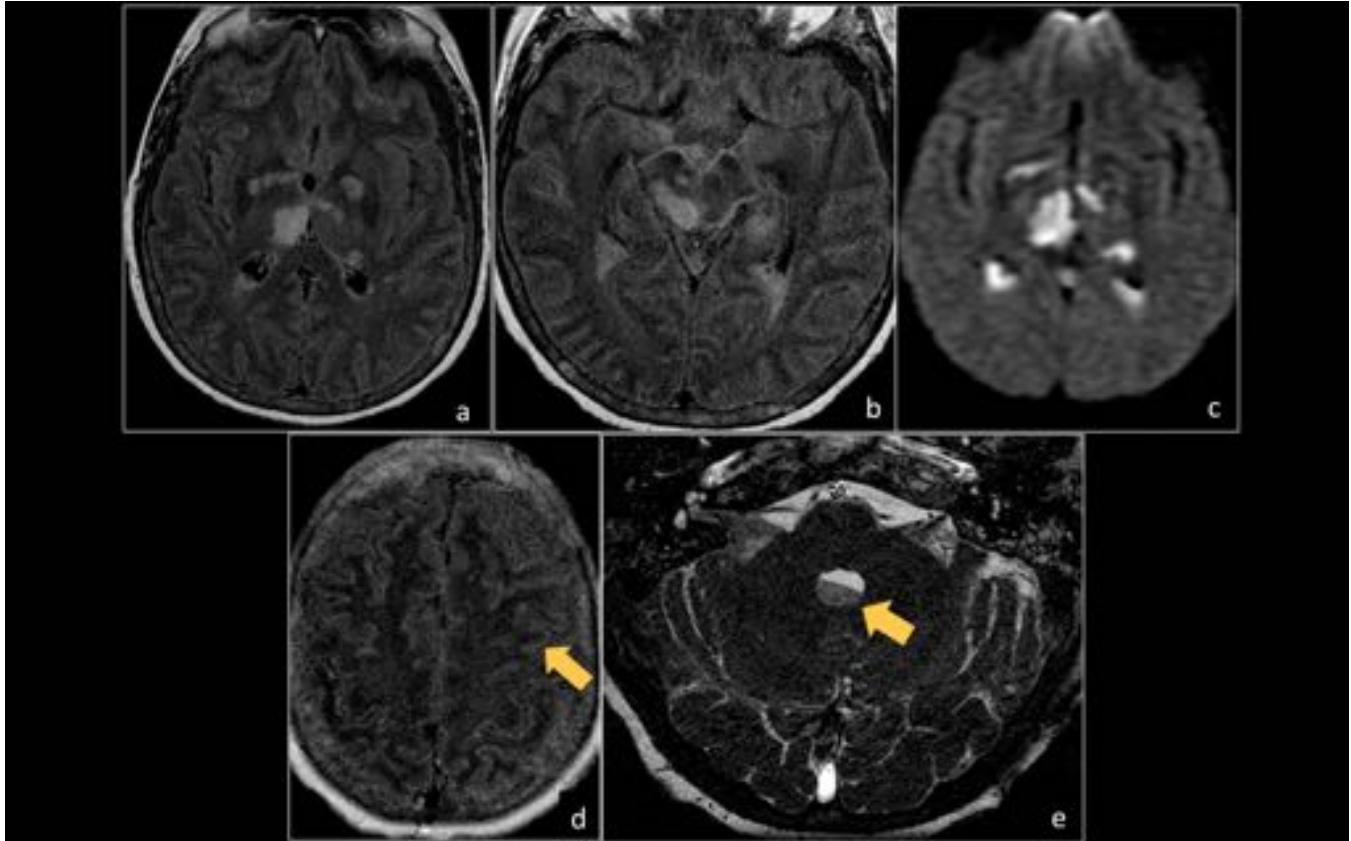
Paciente con cefalea holocraneal y antígeno de neumococo en LCR positivo. Otitis media en TC simple (no mostrado). En secuencias FLAIR se visualizan áreas de hiperseñal cápsulo-lenticulares bilaterales, en comisura anterior, tálamo derecho y tegmento de mesencéfalo derecho, todas ellas con restricción de la difusión (c). Hiperseñal en surcos de ambas convexidades (d) y nivel líquido-líquido en cuarto ventrículo, todo ello sugestivo de meningoencefalitis por neumococo secundaria a otitis media.
